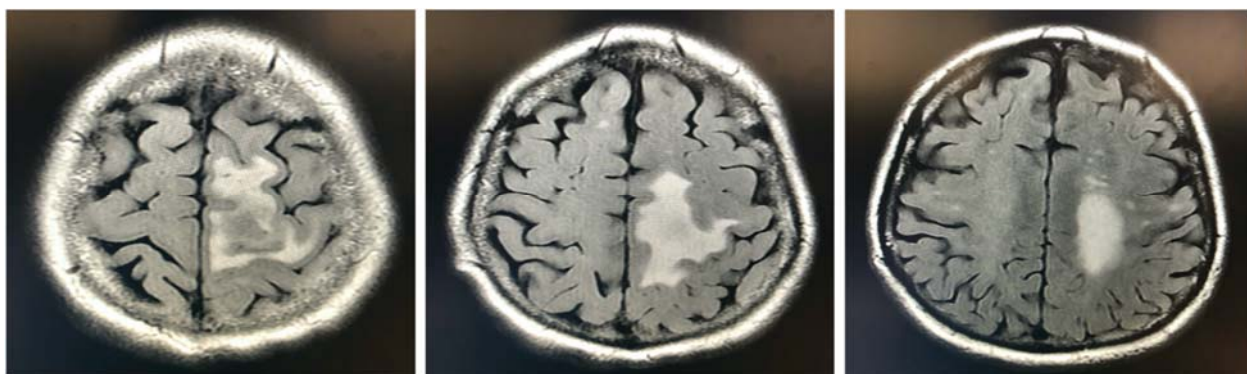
МРТ в режиме T2-FLAIR пациента с внутримозговой опухолью левой лобной доли.
